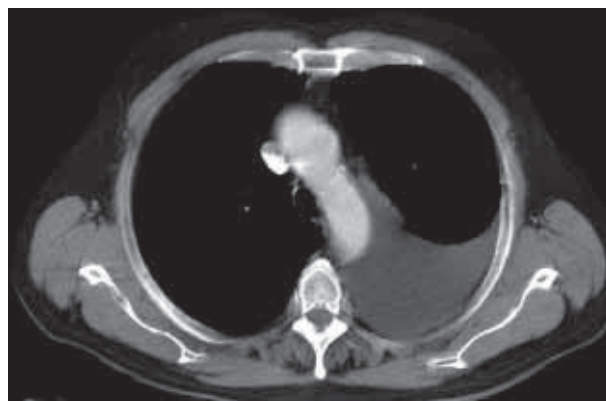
TAC de tórax. Nódulos y derrame pleural.
